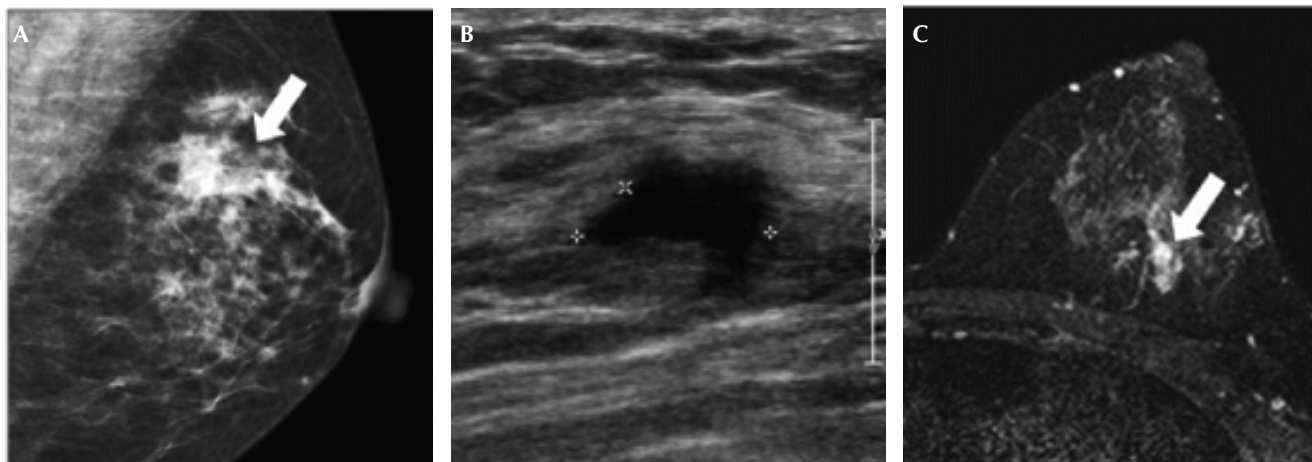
Paciente de 37 años de edad con MGI imitando un CM. A. MMG muestra masa maligna (flecha) en el cuadrante superior externo izquierdo. B. US muestra masa hipoecoica de forma irregular (aproximadamente 1.5 cm). C. RM muestra una masa con aumento del borde lobulado (flecha) que no descarta la malignidad.
